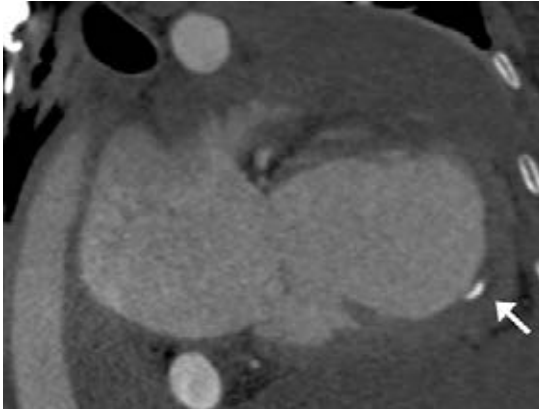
Tomografía contrastada en una mujer de 52 años con historia de fibrosis endomiocárdica: trombo calcificado en el ápex (flecha).
